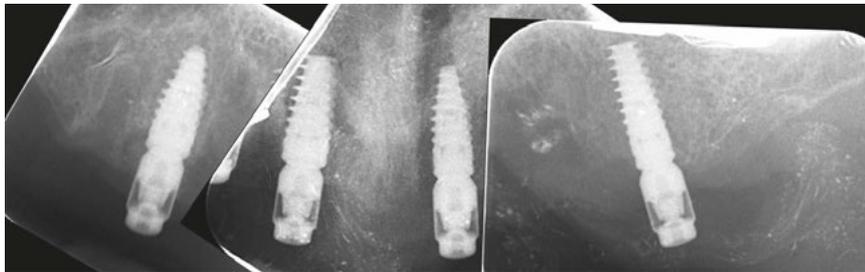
Radiografías periapicales post-quirúrgicas tras la colocación de los pilares Ticare cónicos de 10° y 3 mm de altura (Mozo-Grau SA, Valladolid, España).
